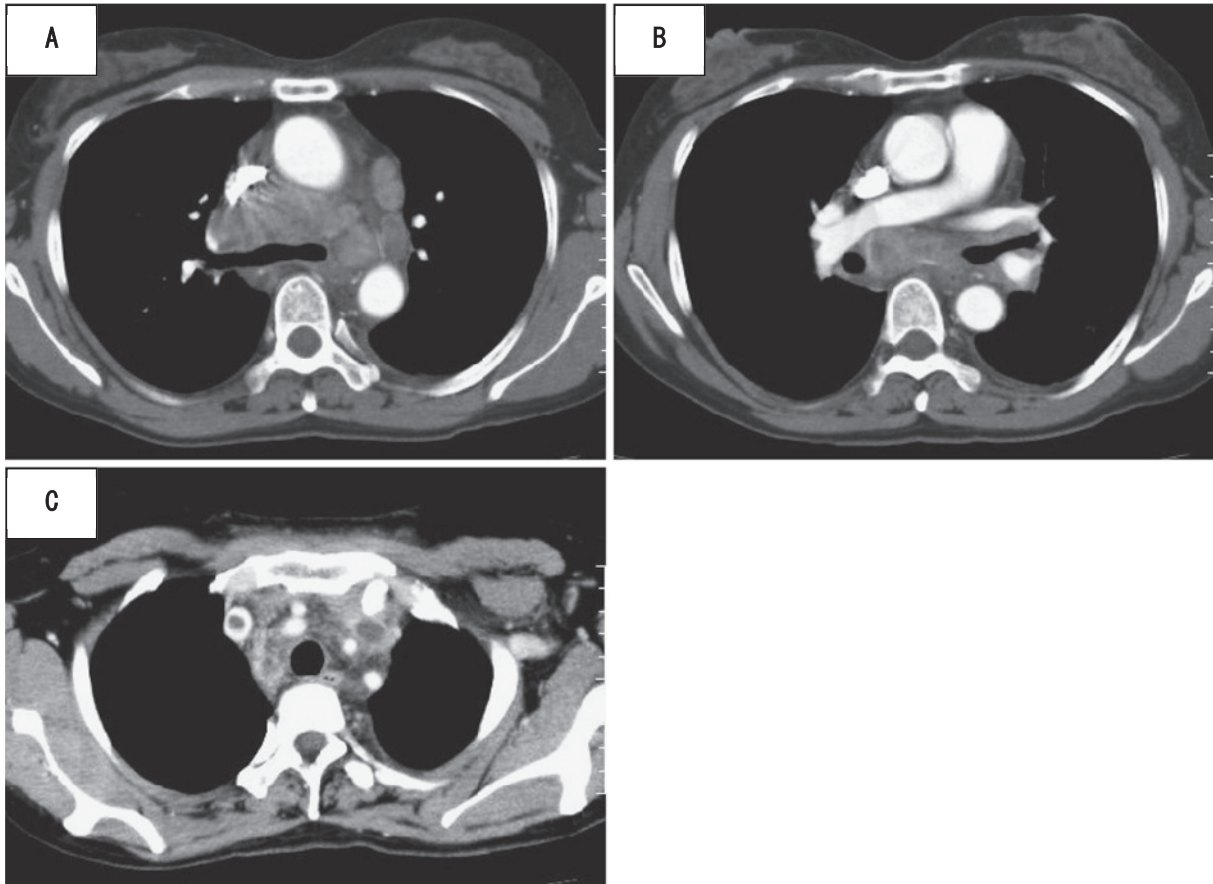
An enhanced computed tomography (CT) scan showed the enlargement of the mediastinal lymph nodes (A, B), and venous thromboses in the bilateral brachiocephalic and subclavian veins (C).
